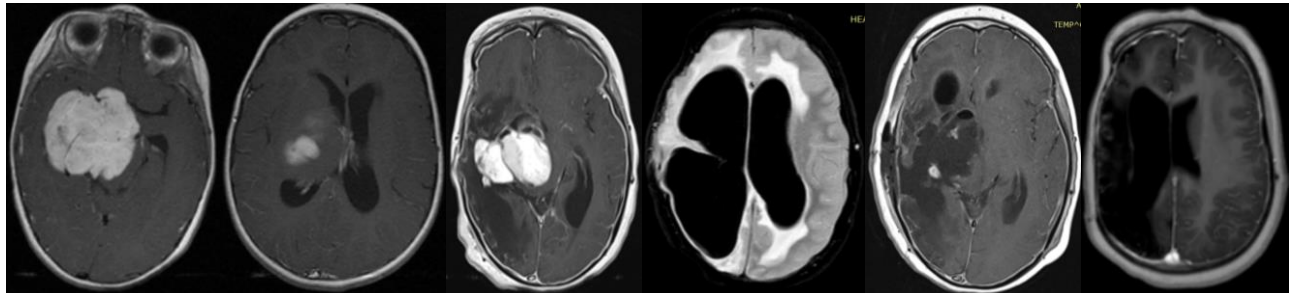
Б-ная М., 6 лет (и/б 1710-2014). Дз: Продолженный рост десмопластической инфантильной астроцитомы. Состояние после парциального удаления опухоли и химиотерапии. А. МРТ с контрастированием до первой операции (визуализируется опухоль больших размеров, активно накапливающая контрастное вещество, расположенное в проекции правого таламуса и ножки мозга); Б. МРТ с контрастированием через 4 года после операции (продолженный рост опухоли, сопровождающийся гидроцефалией); В. МРТ после повторной операции (субтотальное удаление опухоли) – уменьшение гидроцефалии.
